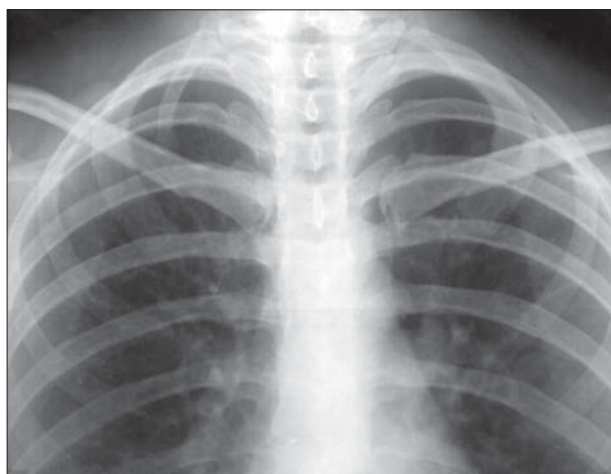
Radiografie toracică PA, detaliu. Coastă cervicală în dreapta.
